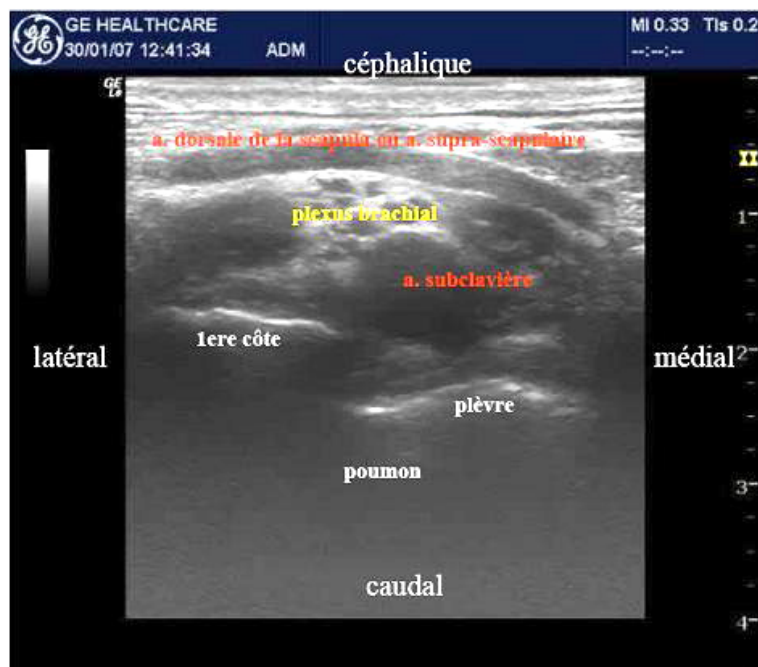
Bloc supra-claviculaire, repères échographiques.
